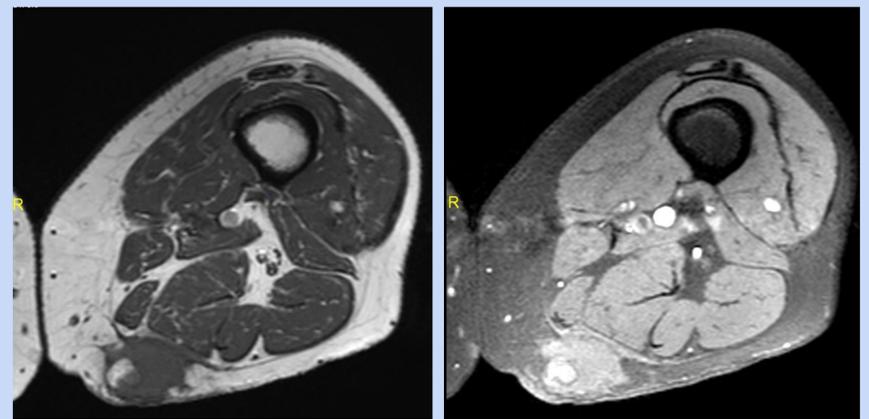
RM. Tumoración subcutánea de la cara posteromedial del muslo izquierdo, en amplio contacto con la fascia superficial, sin evidencia de extensión en profundidad, compatible con tumoración metastásica.
